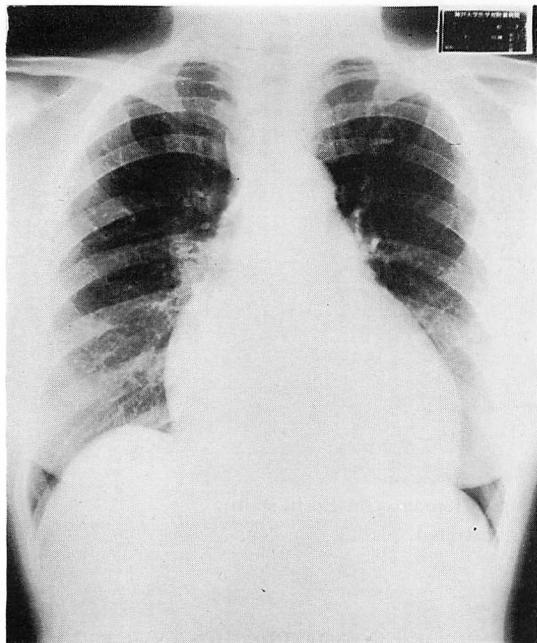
Chest radiograph of Case 2.
